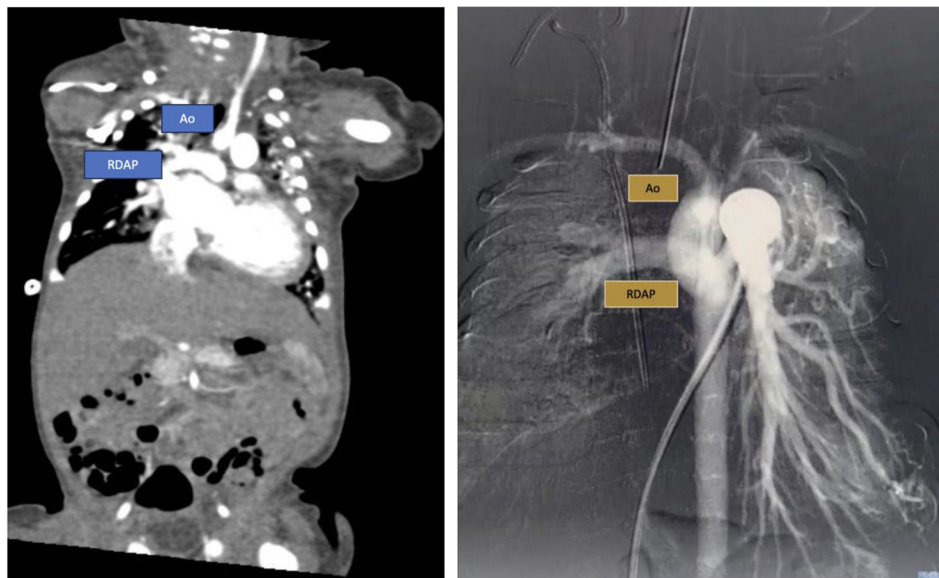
A) Tomografía cardíaca donde se observa nacimiento de la rama derecha de la arteria pulmonar de la porción posterior de la aorta ascendente. B) Cateterismo cardíaco en el cual se observa a través del conducto arterioso se llena la aorta de forma retrógrada, observándose tardíamente llenado de la rama derecha.
